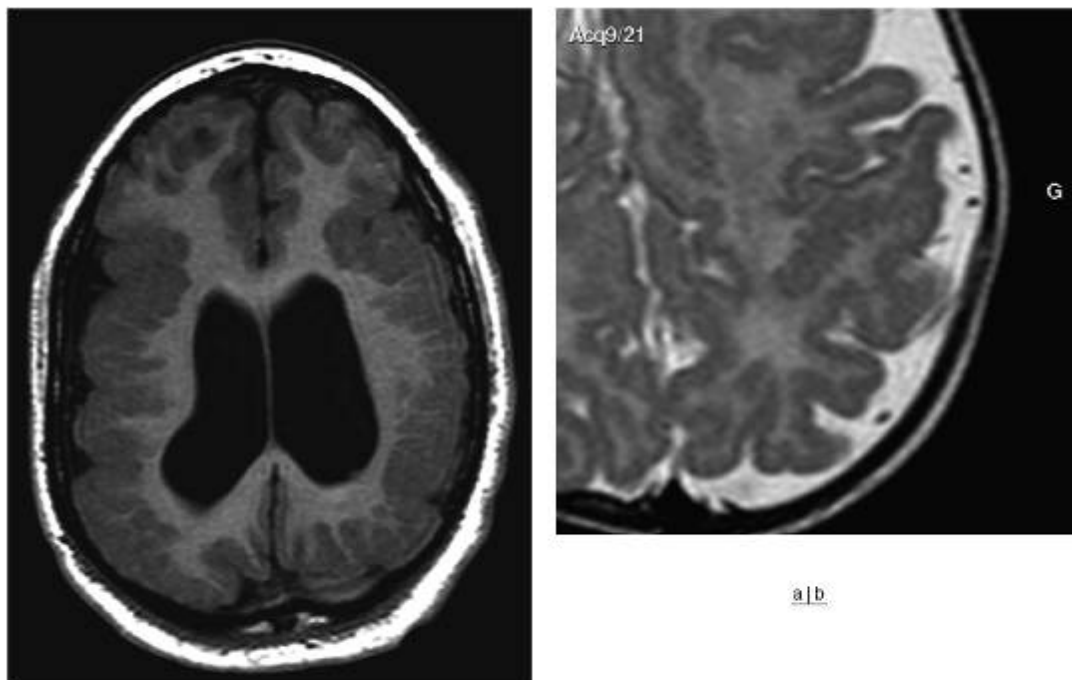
Aspect radiologique d'une pachygyrie. (a) : Pachygyrie (IRM de pondération T1.) Cortex fronto-pariétal épaissi, de façon bilatérale, avec défaut d'operculation des vallées sylviennes, et sillons corticaux rares et peu profonds. La face interne du cortex est irrégulière. Les ventricules sont dilatés. (b) : Polymicrogyrie chez un nouveau-né ayant une délétion 1p36. IRM de pondération T2, agrandissement sur la région fronto-pariétale gauche. Aspect très irrégulier du cortex « en dentelle ».
